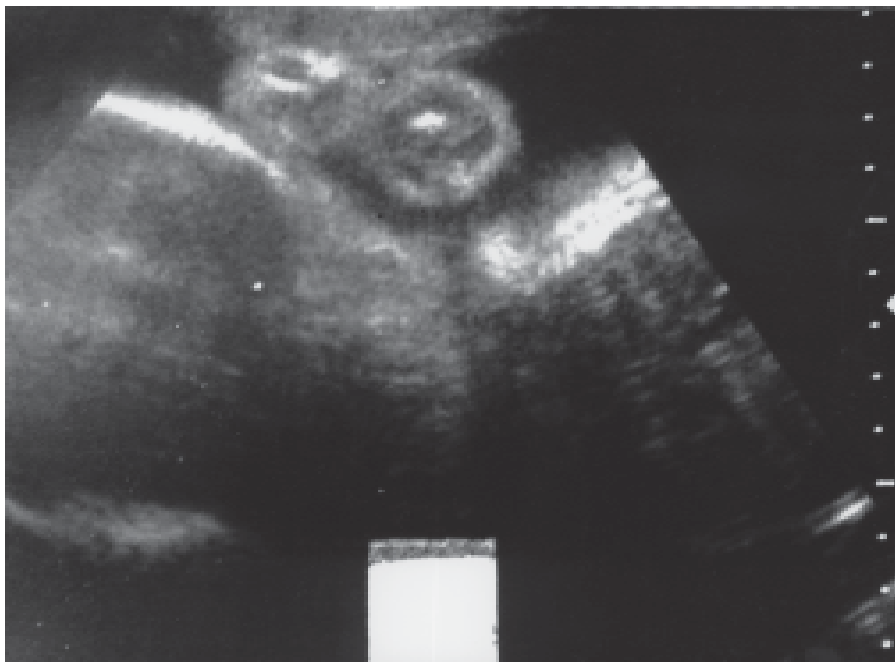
Massa cervical cística identificada através da ultra-sonografia pré-natal na 16ª semana de gestação.
